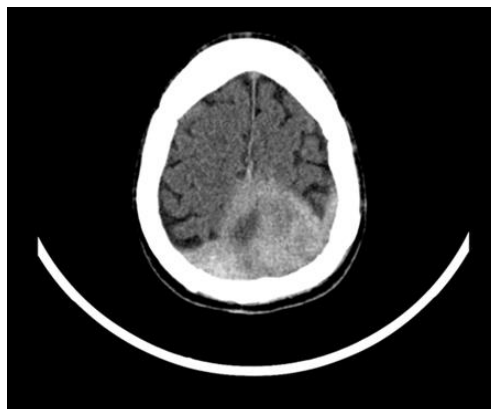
Computed tomography of the patient head from 23-09-2013*
